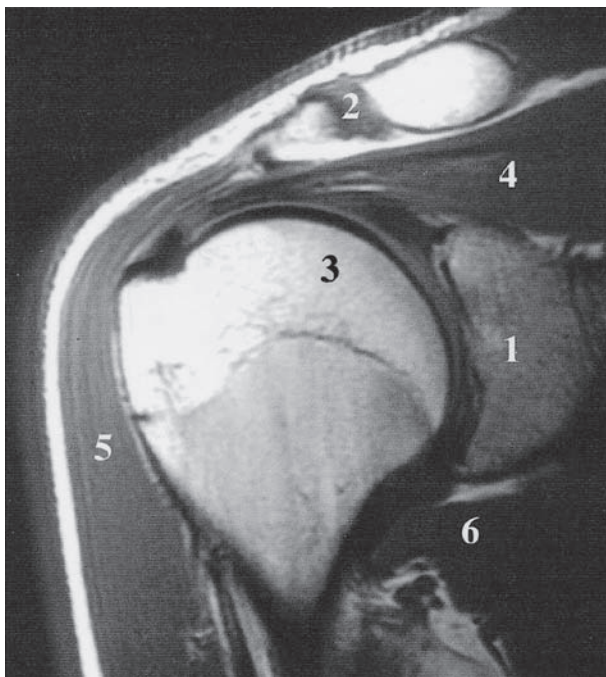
RM coronal oblicua del hombro. 1) escápula; 2) articulación acromioclavicular; 3) cabeza del húmero; 4) músculo supraespinoso; 5) músculo deltoides; 6) músculo subescapular.
